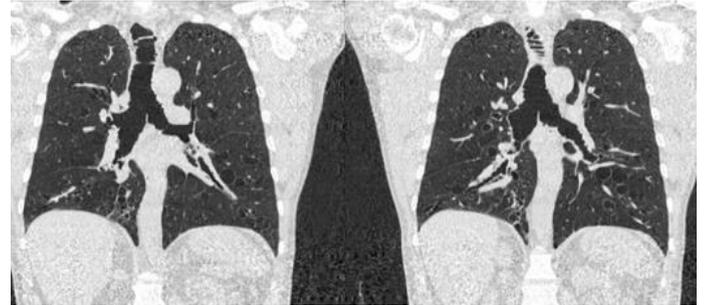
Tomografia Computadorizada de Tórax, evidenciando bronquiectasias, além de traqueia (32,16mm) e brônquios-fonte direito e esquerdo pérvios, de dimensões aumentadas (brônquio principal direito 32,37mm e brônquio principal esquerdo 23,32mm).
